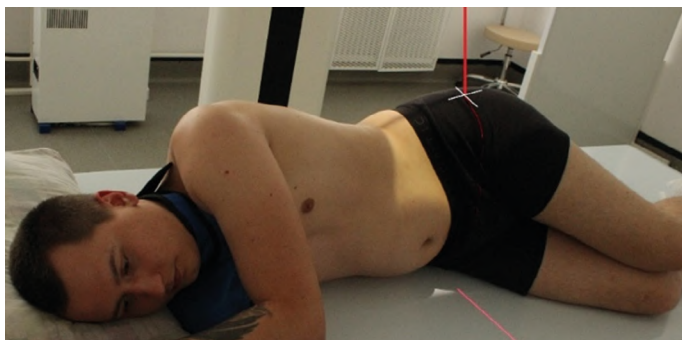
Рентгенография толстой кишки (ирригоскопия). Боковая проекция (прямая кишка)
